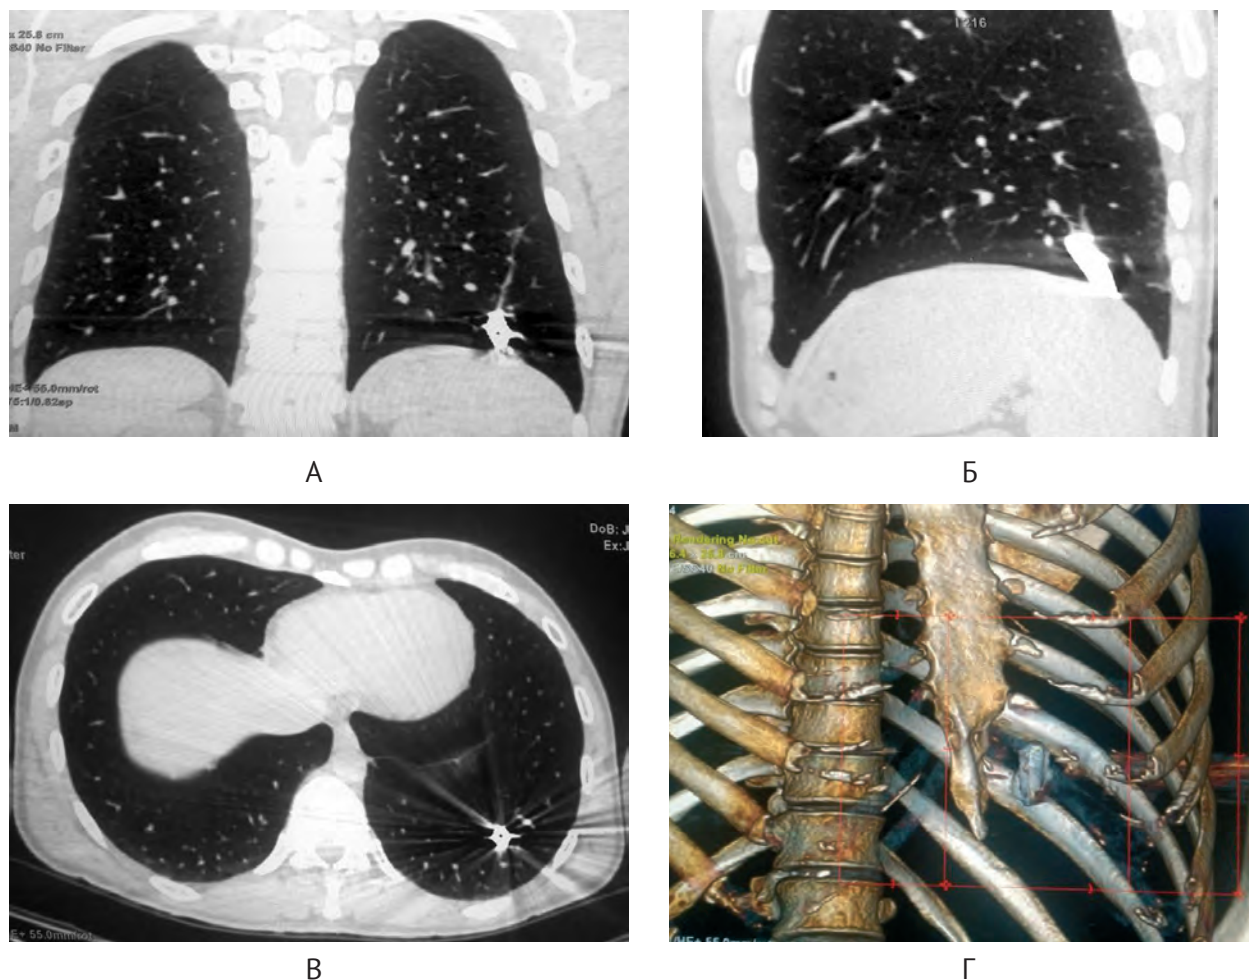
Спіральна комп'ютерна томографія органів грудної клітки:
